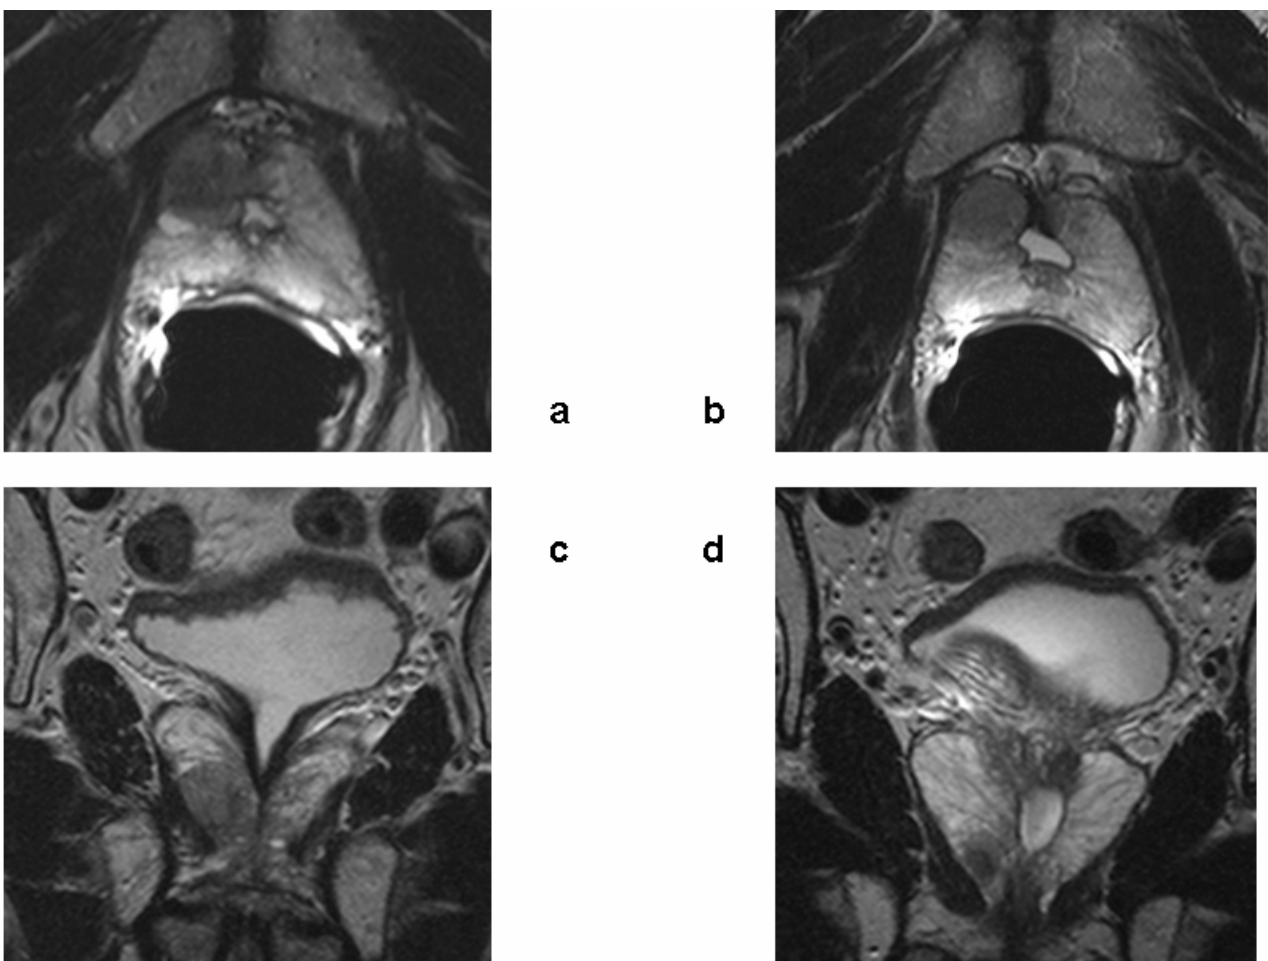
Axiale und coronare MRT-Bilder der Prostata in T2-Wichtung zeigen ein PCA der Apex und Mitteldrüse anterior rechts.
